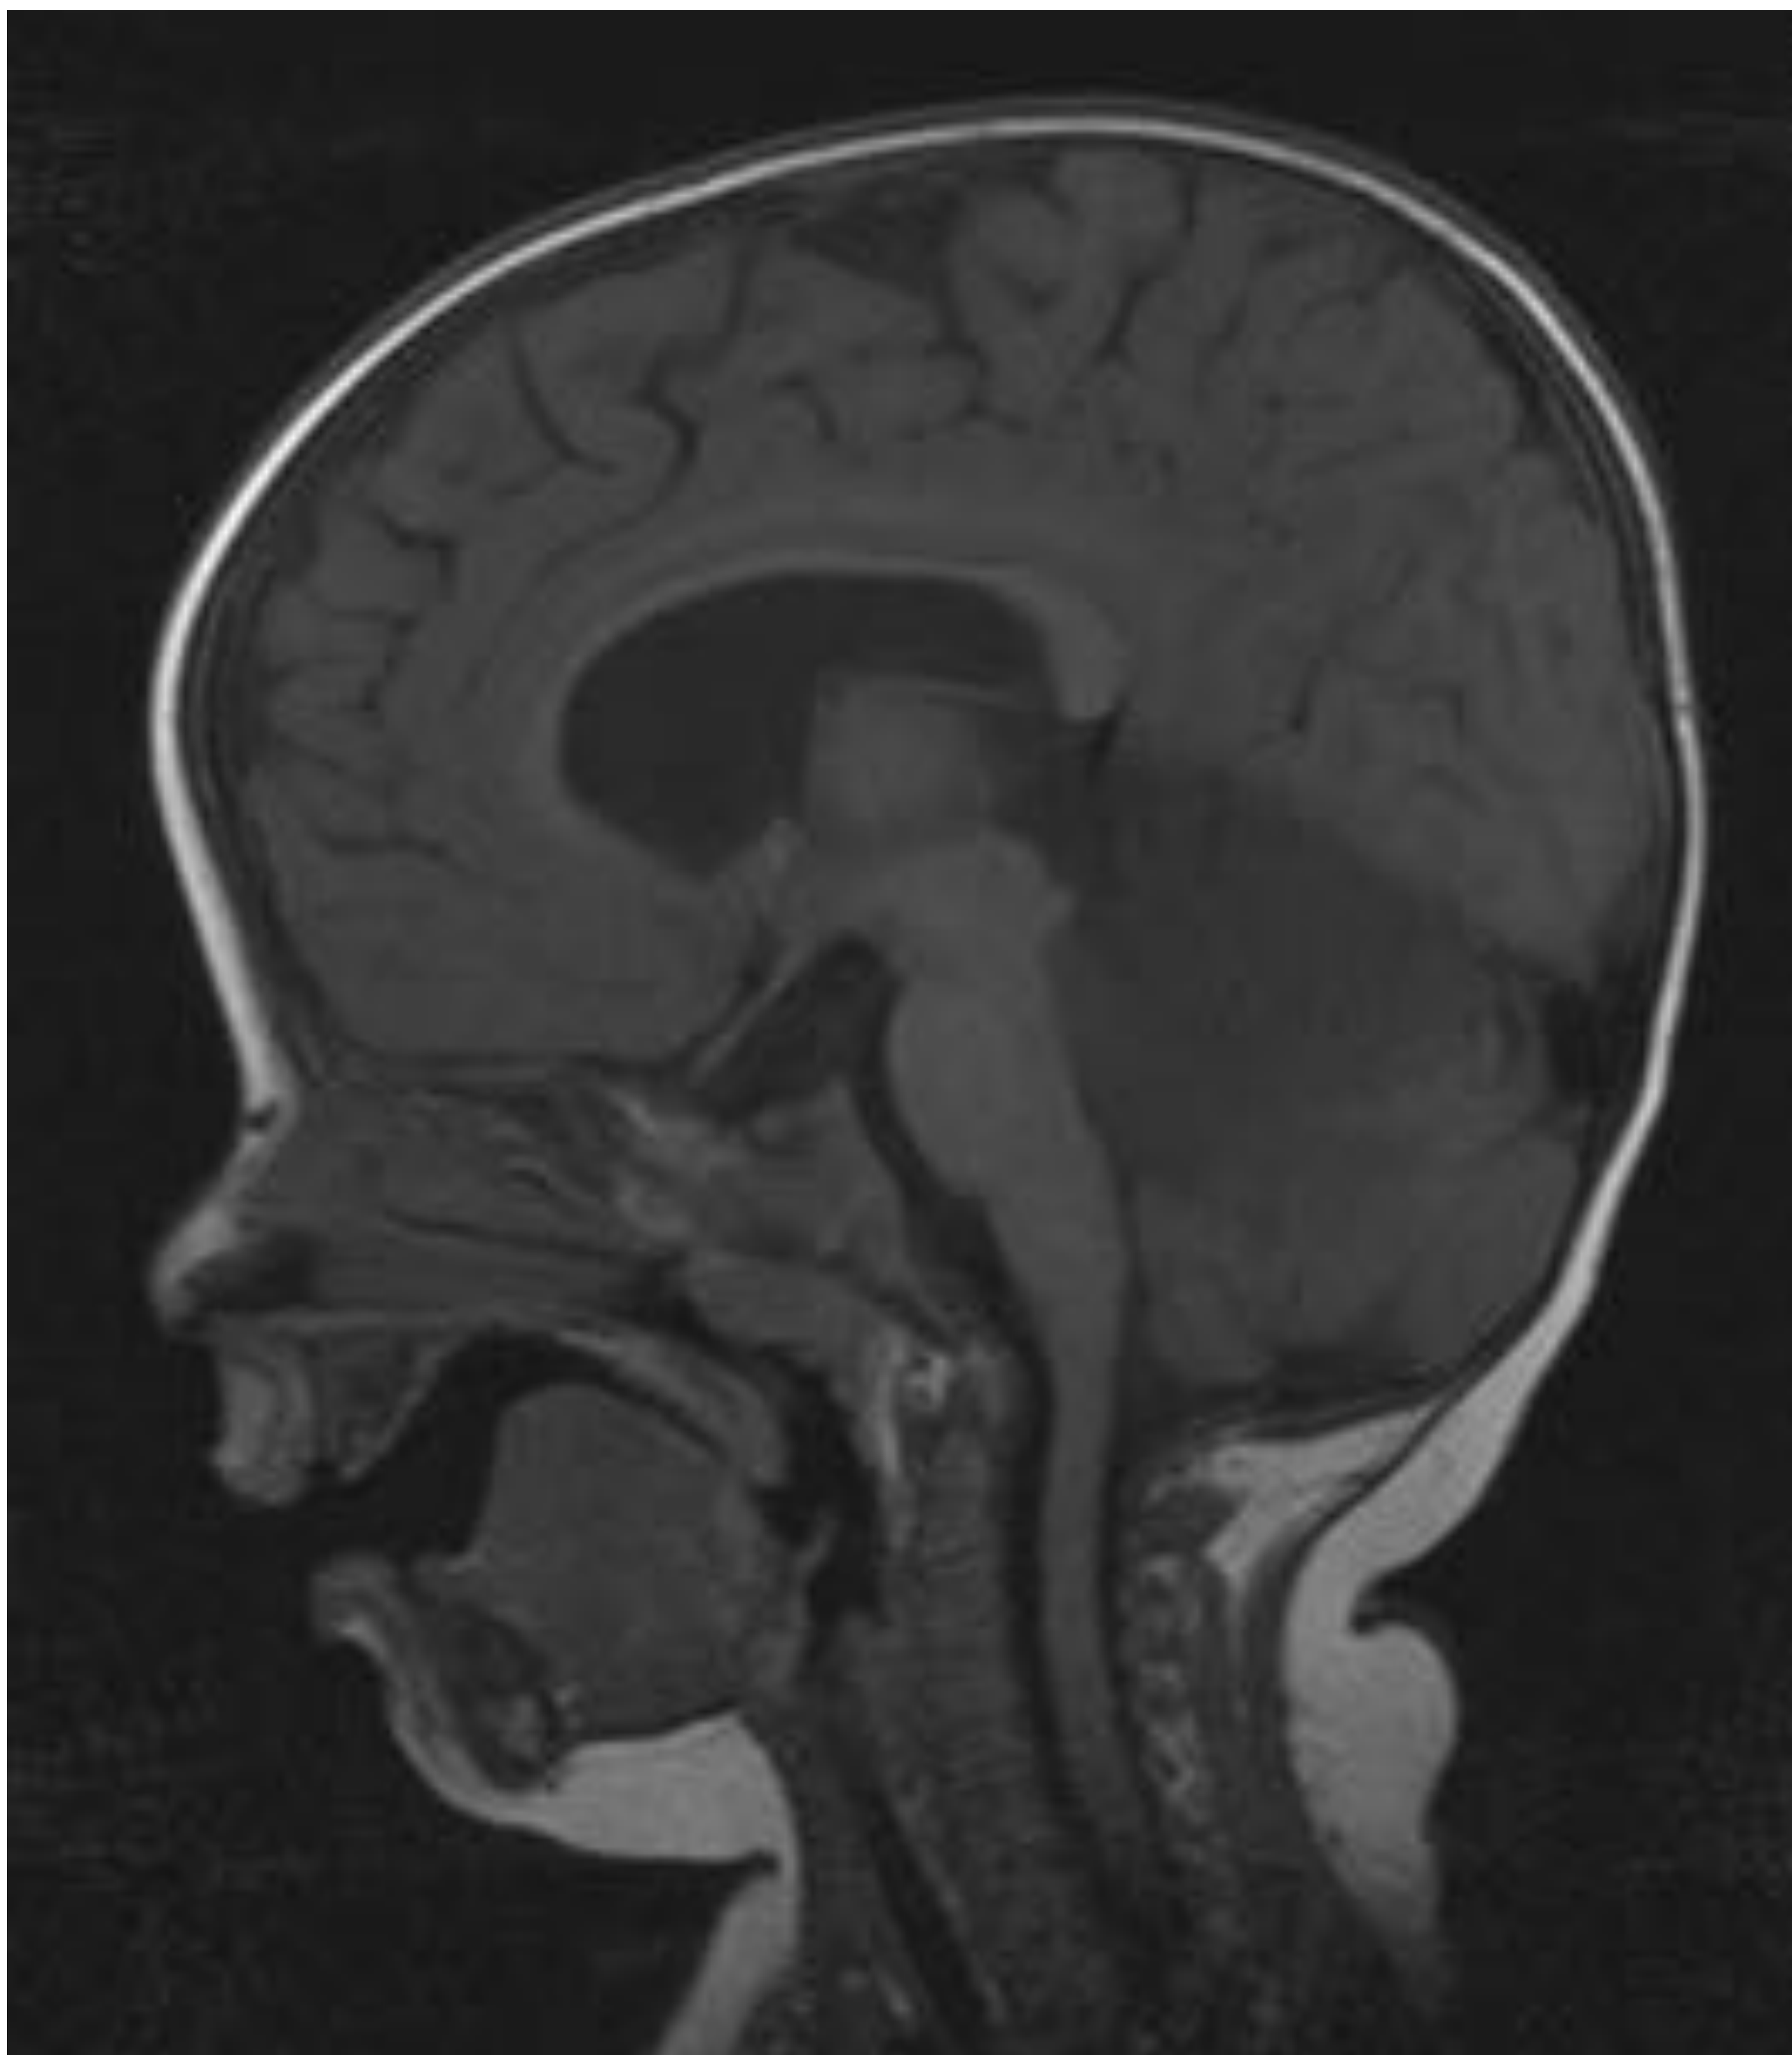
RM: T1 sagital, T1 axial, T2 axial y T2* axial
